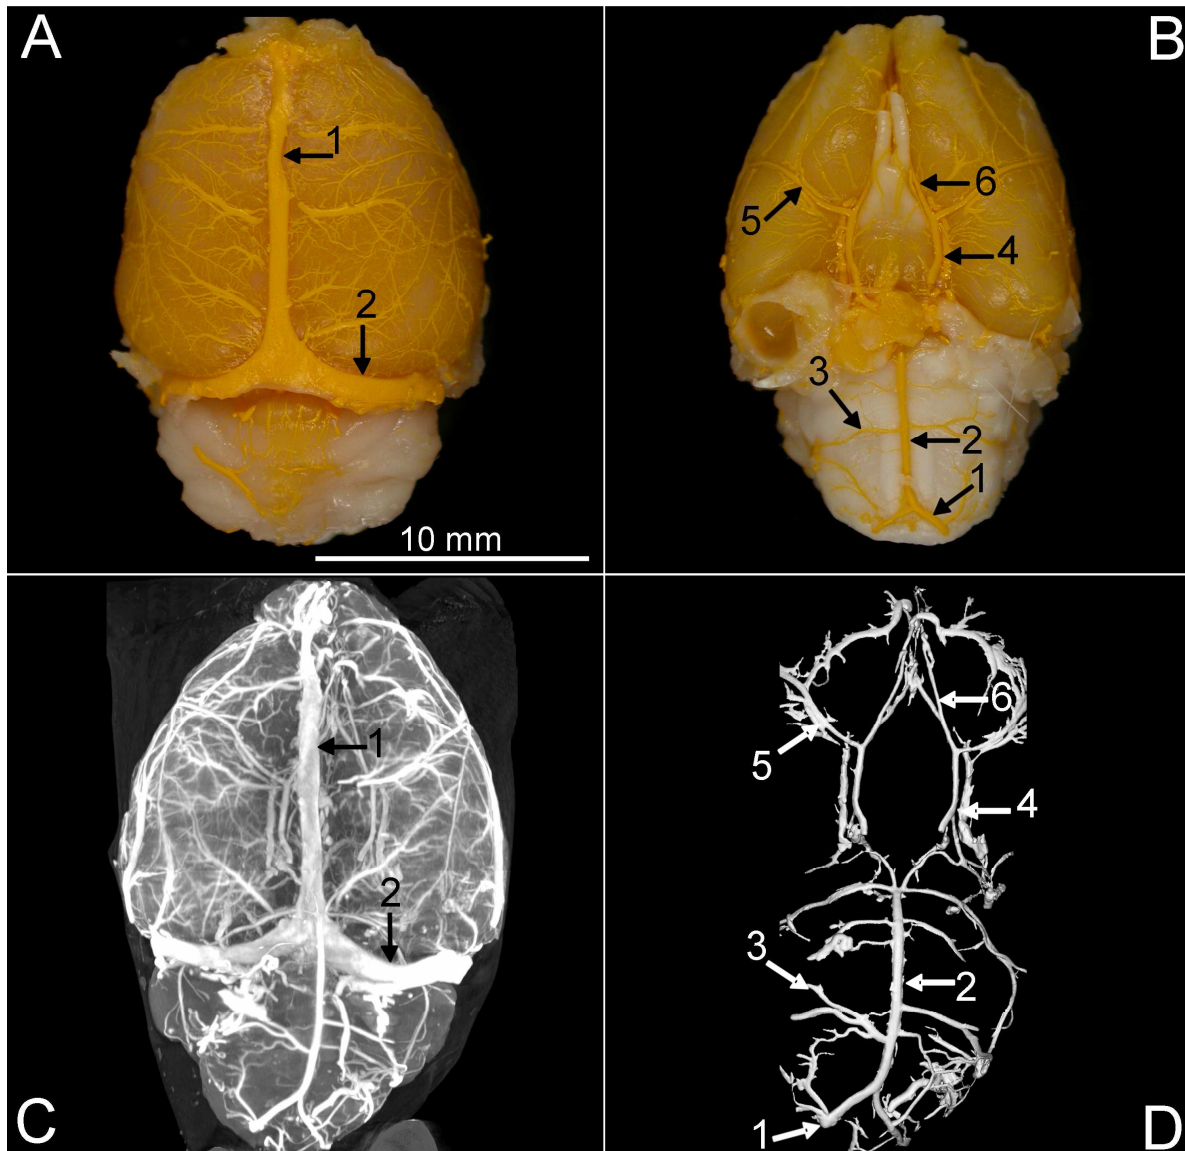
Makroskopisches Bild (A, kranial; B, kaudal) der zerebralen Gefäßstruktur nach Perfusion mittels Microfill. C, Maximum-intensity projection (MIP) mikro-CT Bild des arteriellen (Circulus Willisi) und des venösen Systems. Der Circulus willisi wird von den Vertebralarterien und von den Ae. carotis internae gefüllt. Der Circulus Willisi selbst ist mit der A. cerebri anterior, media, posterior sowie Anteilen von der a. cerebella superior, die A. carotis anterior sowie die A. communicans posterior dargestellt (D). A, C, 1. Sinus sagittalis superior, 2. Sinus transversus; B, D, 1. A. vertebralis, 2. A. basilaris, 3. A. cerebelli anterior inferior, 4. A. carotis interna, 5. A. cerebri media, 6. A. cerebri anterior.
